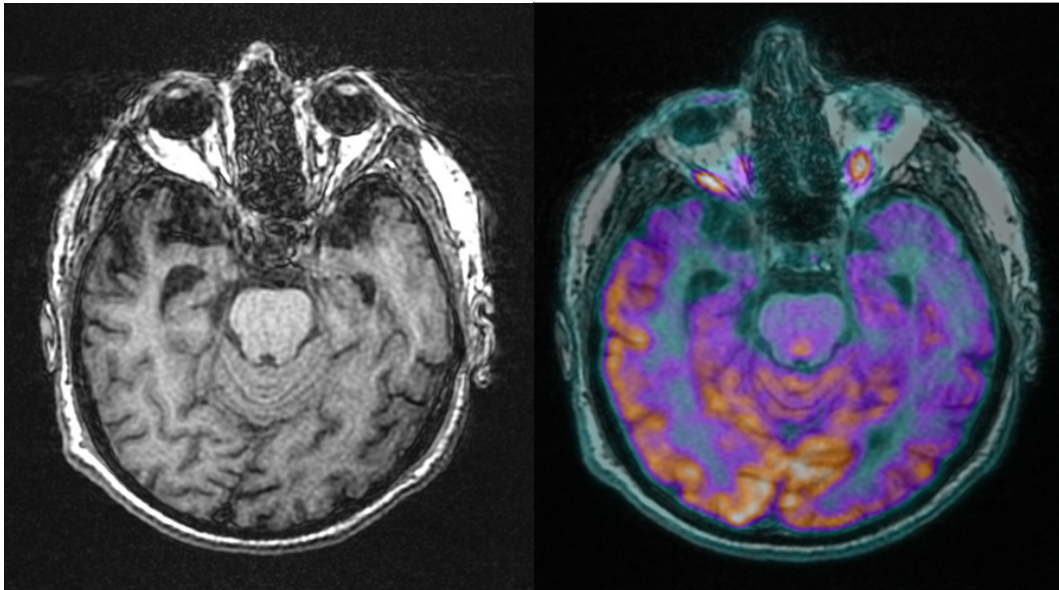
(Paziente 32) caso di discordanza tra RM in cui si nota atrofia lieve di grado 1 e PET che mostra un quadro evidente di ipometabolismo severo temporo-parietale bilaterale più marcato a sinistra.
